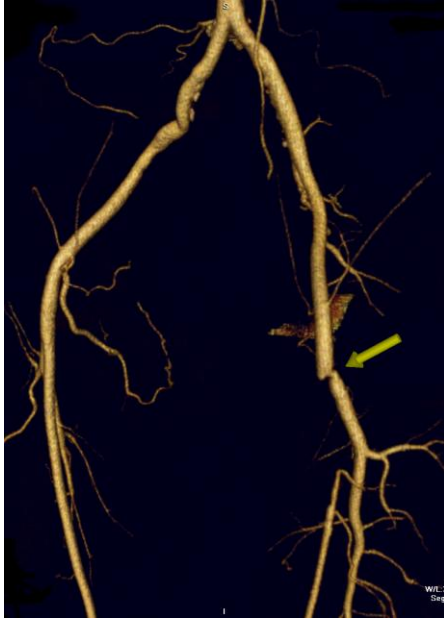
Alt ekstremitelerde penetran arter yaralanması olan 37 yaşında erkek hasta. A-B: Konvansiyonel anjiyografi görüntüsü. Sağ eksternal iliak arterde ve sağ ortak femoral arterde oklüzyon izleniyor (ok). B: BT anjiyografide, konvansiyonel anjiyografiye benzer şekilde sağ eksternal iliak arter ve ortak femoral arter oklüde. C: 3 boyutlu reformat görüntü. Benzer şekilde sağ ana iliak arter ve ortak femoral arterde oklüzyon mevcut (ok).
